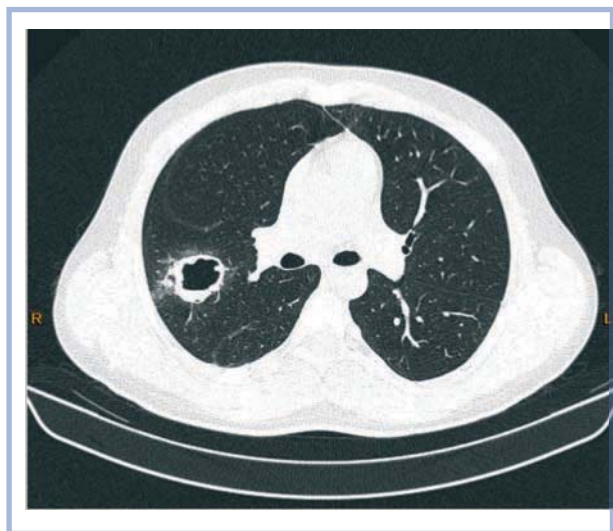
Компьютерная томограмма высокого разрешения. Округлое образование в ткани легкого с полостью распада и инфильтрацией по периферии.
